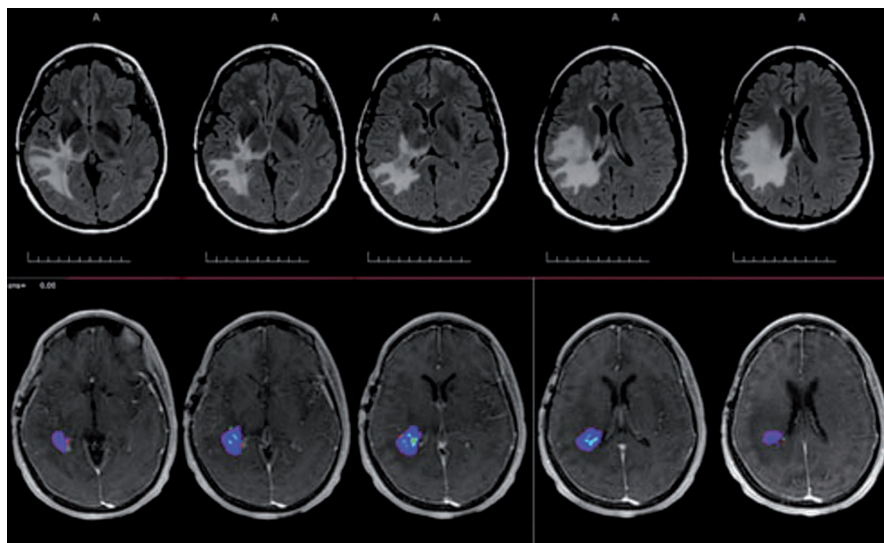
Результаты МРТ с областью ПРНГМ у пациента, получавшего ЛТ по поводу ОГМ
